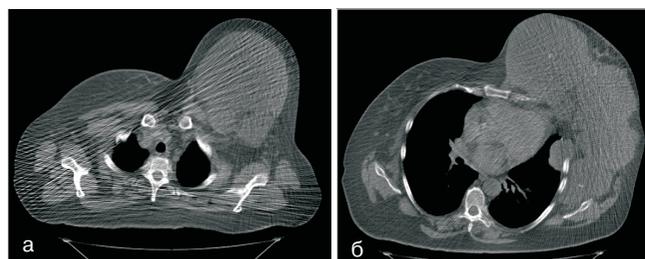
а, б) КТ грудной клетки
